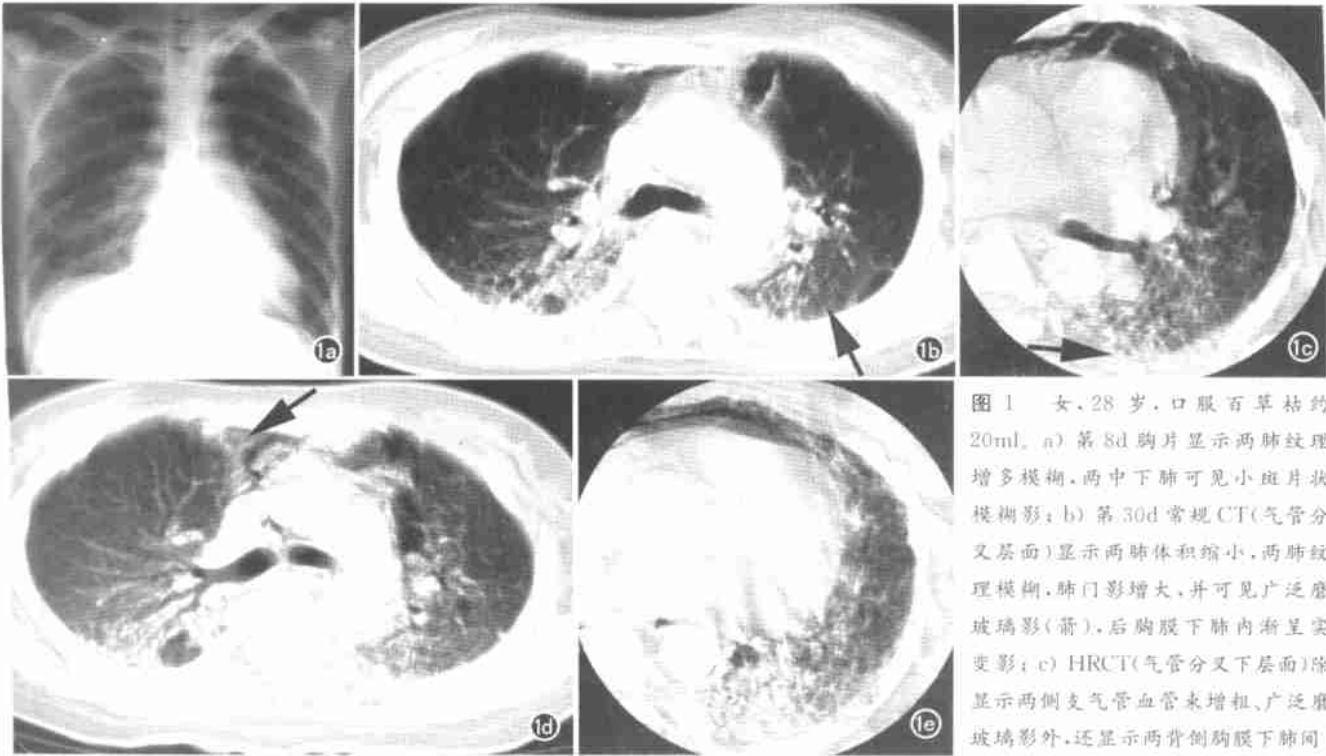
女,28 岁,口服百草枯约 20ml。a) 第 8d 胸片显示两肺纹理增多模糊,两中下肺可见小斑片状模糊影; b) 第 30d 常规 CT(气管分叉层面)显示两肺体积缩小,两肺纹理模糊,肺门影增大,并可见广泛磨玻璃影(箭),后胸膜下肺内渐呈实变影; c) HRCT(气管分叉下层)除显示两侧支气管血管束增粗、广泛磨玻璃影外,还显示两背侧胸膜下肺间
